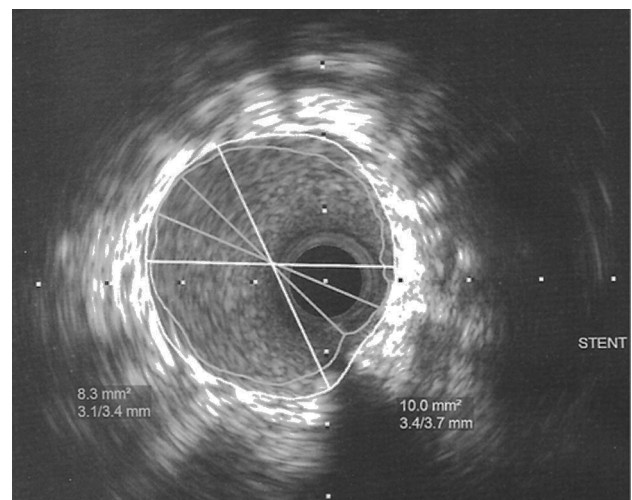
Imagen ultrasonográfica final.
